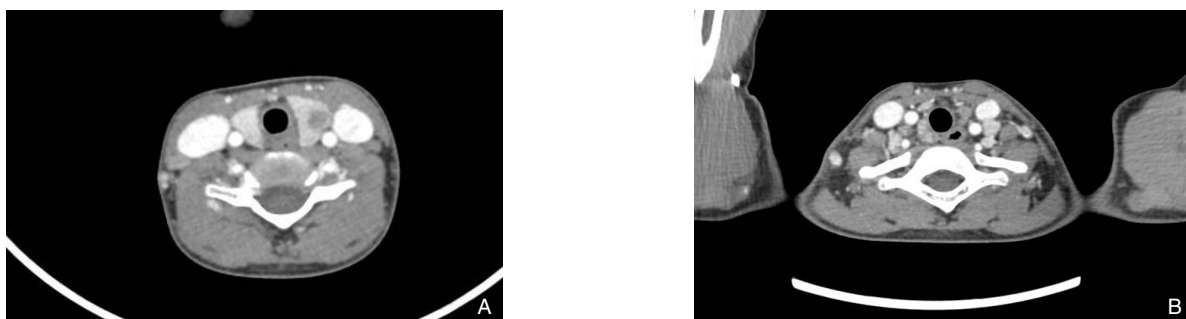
患儿术前颈部增强CT图像 A: 左侧甲状腺病灶及右侧颈部淋巴结; B: 双侧颈部淋巴结
